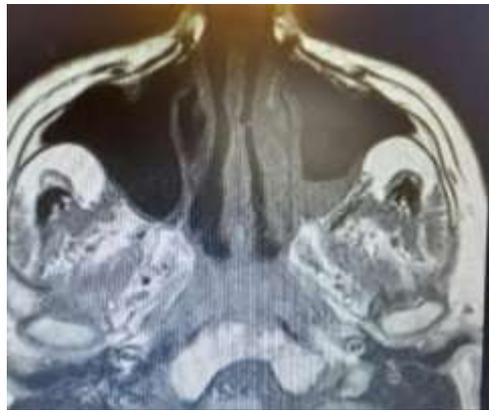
Resonancia magnética de senos paranasales: Engrosamiento mucoso con nivel hidroaéreo a nivel del seno maxilar izquierdo.
